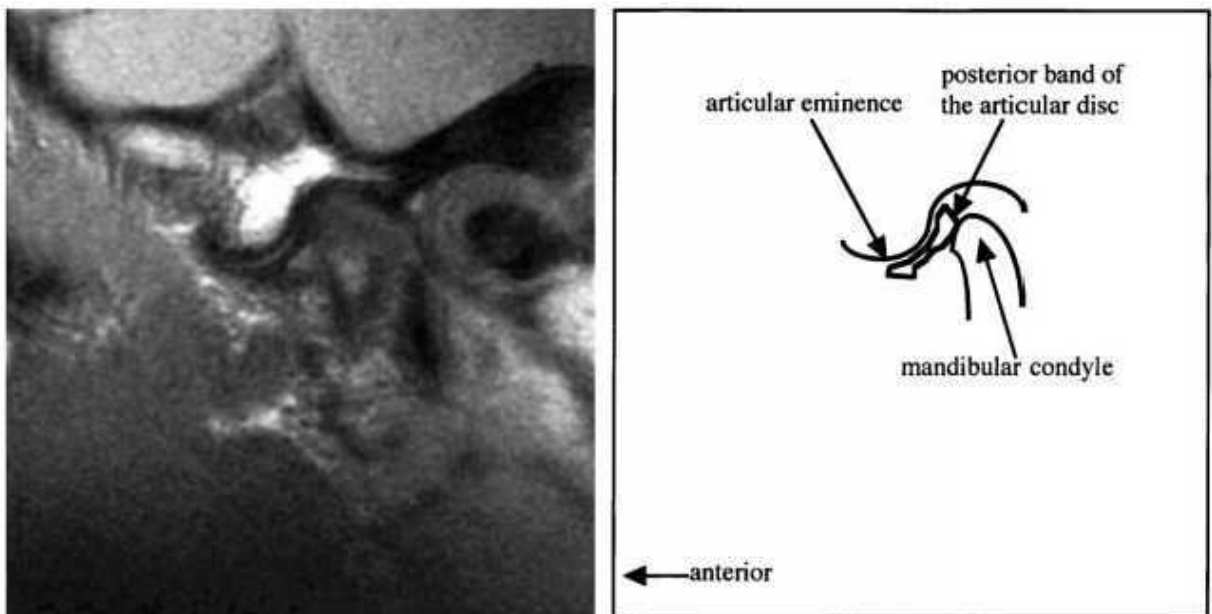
Corte sagital da ATM obtido com RM, na posição de boca fechada. A ocorrência de deslocamento anterior do disco articular é evidenciada pela localização de sua banda posterior à frente do ponto mais superior do côndilo mandibular (*articular eminence* = eminência articular; *posterior band of the articular disc* = banda posterior do disco articular, *mandibular condyle* = côndilo mandibular, *anterior* = anterior)
